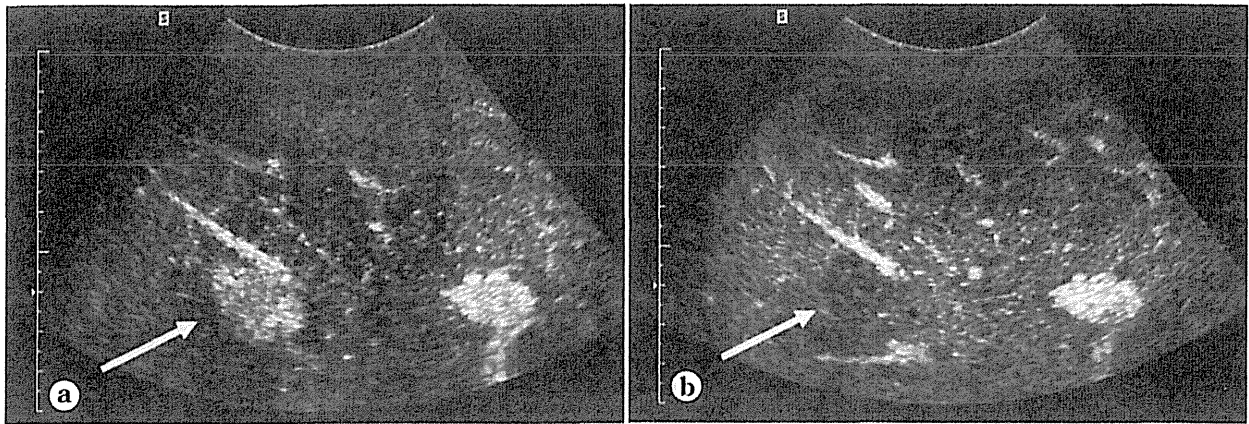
肝細胞腺腫の造影超音波検査所見(SonoVue) (文献<sup>14)</sup>より改変)
